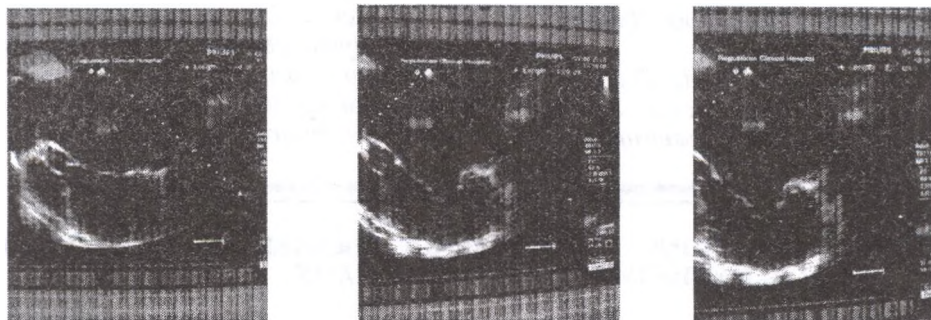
эхокардиографический обзор определения размеров кольца IC и SL в систолу, ALH и PLH в диастолу
